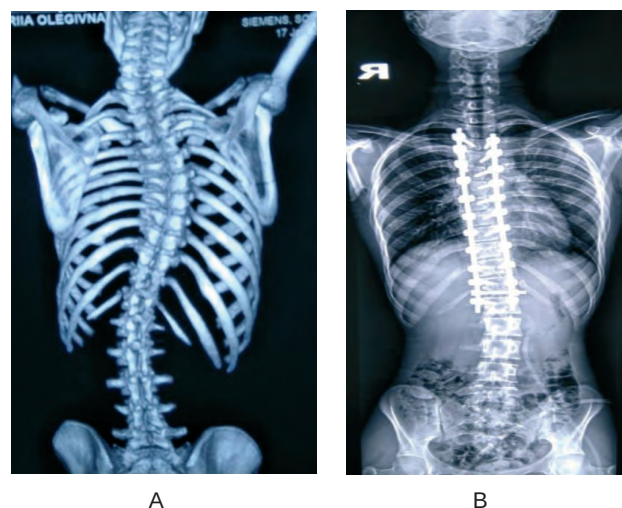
Рентгенограма хребта до (А) та після операції (В).
